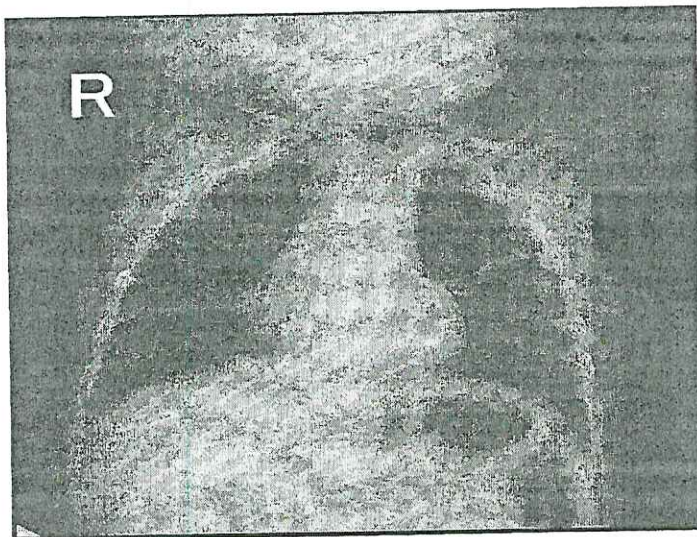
Рентгенограмма грудной клетки больного коклюшем ребёнка 4 месяцев. Субсегментарный ателектаз в проекции сегмента S3 левого лёгкого.
